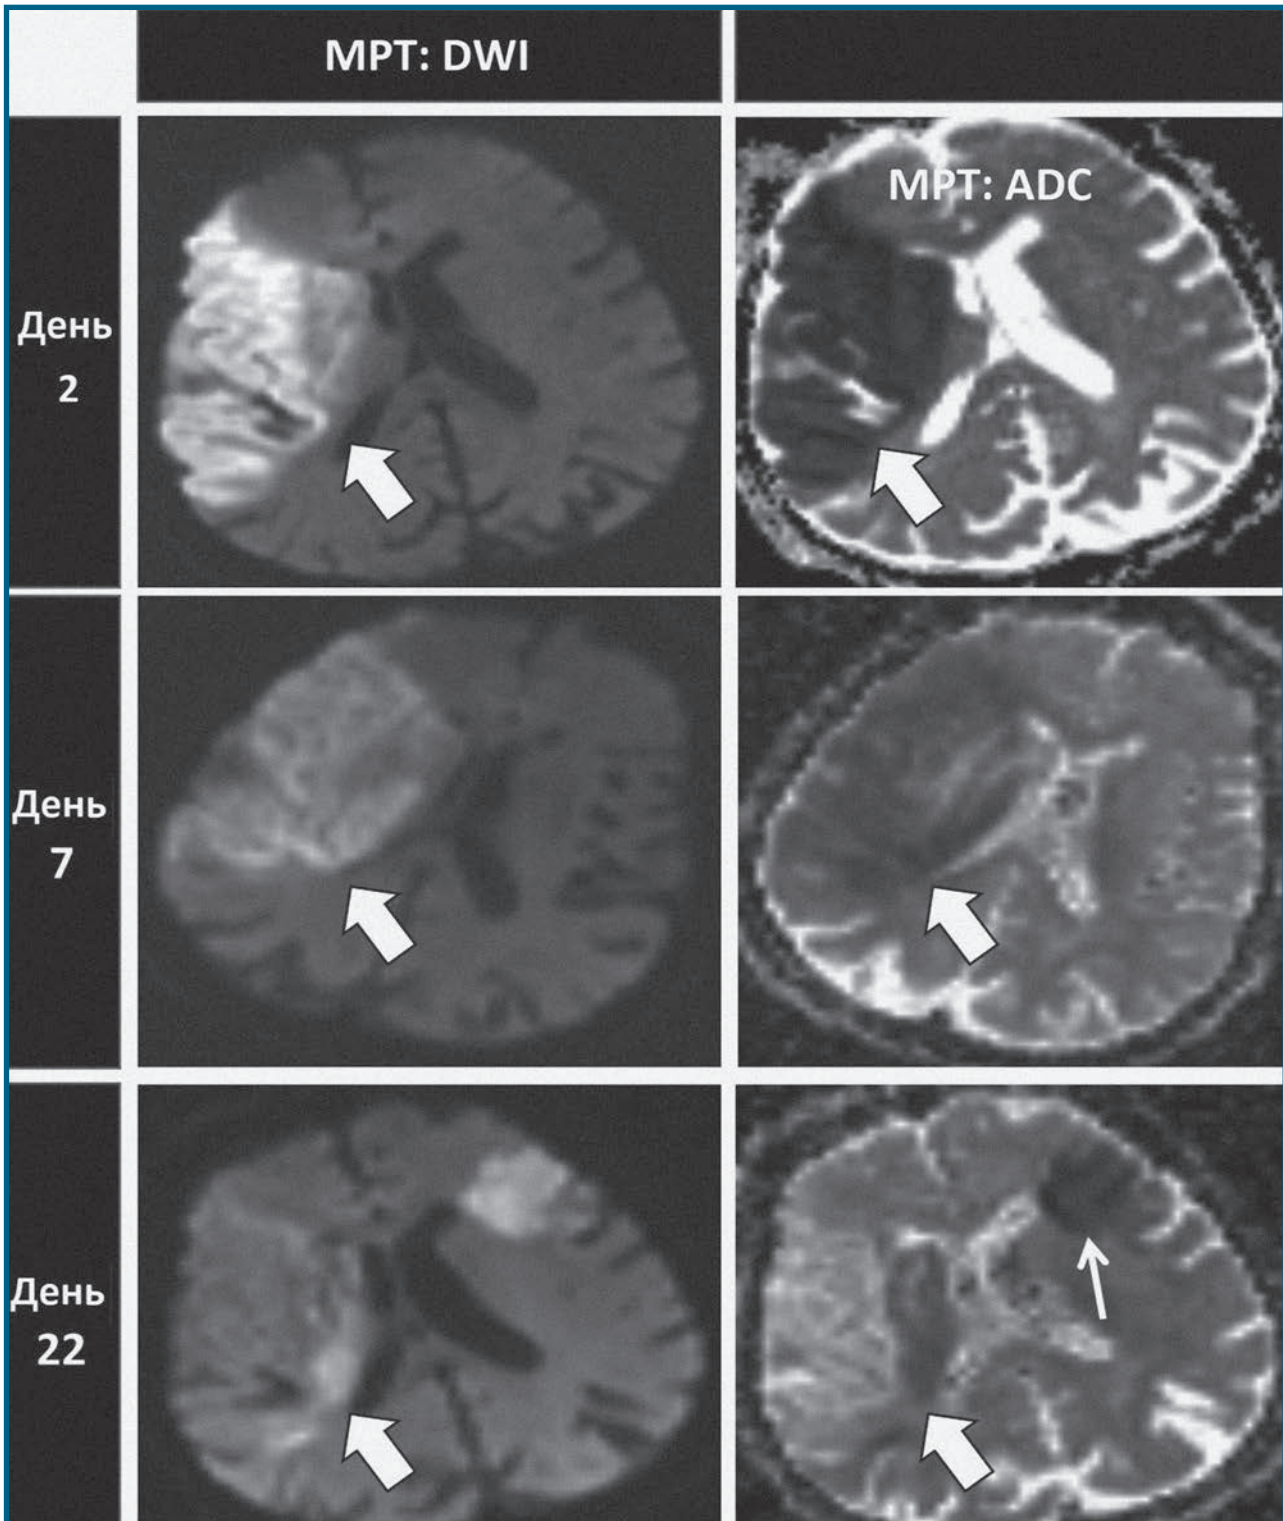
МРТ головного мозку при емболічному інсульті у пацієнта з ФП демонструє інсульти в різних басейнах кровопостачання, які відбулися в різні часові періоди, що є типовим для емболічної етіології ішемічних інсультів. Спочатку у пацієнта відбувся емболічний інсульт у басейні правої середньої мозкової артерії (товсті стрілки), а через 3 тижні у пацієнта стався новий інсульт у басейні лівої середньої мозкової артерії (тонка стрілка). ADC – очевидний коефіцієнт дифузії; DWI – зображення зі зваженою дифузійною [за Dr. Benjamin A. Cohen, Department of Radiology, New York University Langone Medical Center].
